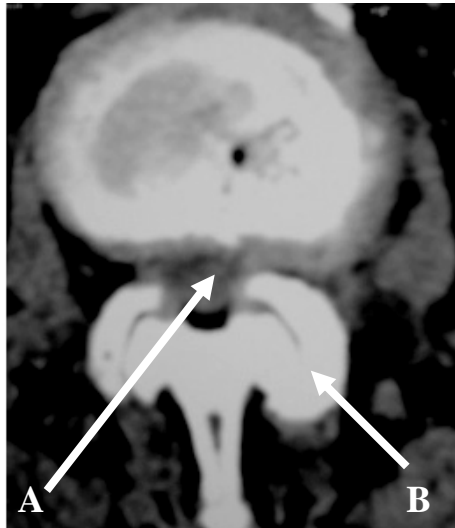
Corte de TAC mostrando estenose constitucional agravada por degenerescência com prolapse discal (A), e alterações facetárias evidentes (B)
